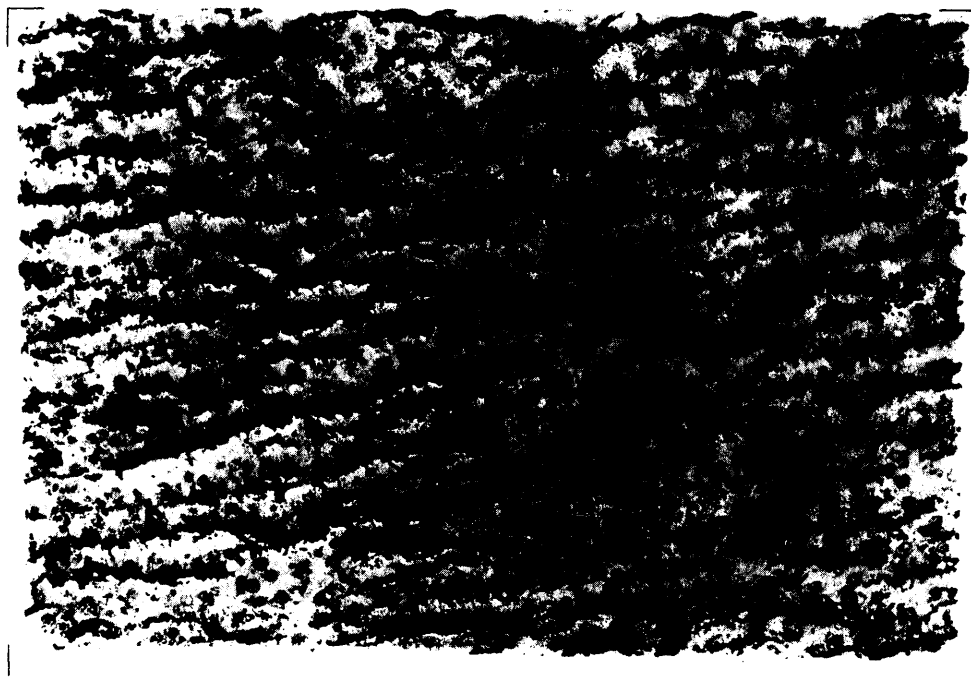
MICROAUTORRADIOGRAFIA DE HIGADO (x160), DESPUES DE 30 DIAS DE EXPOSICION.
